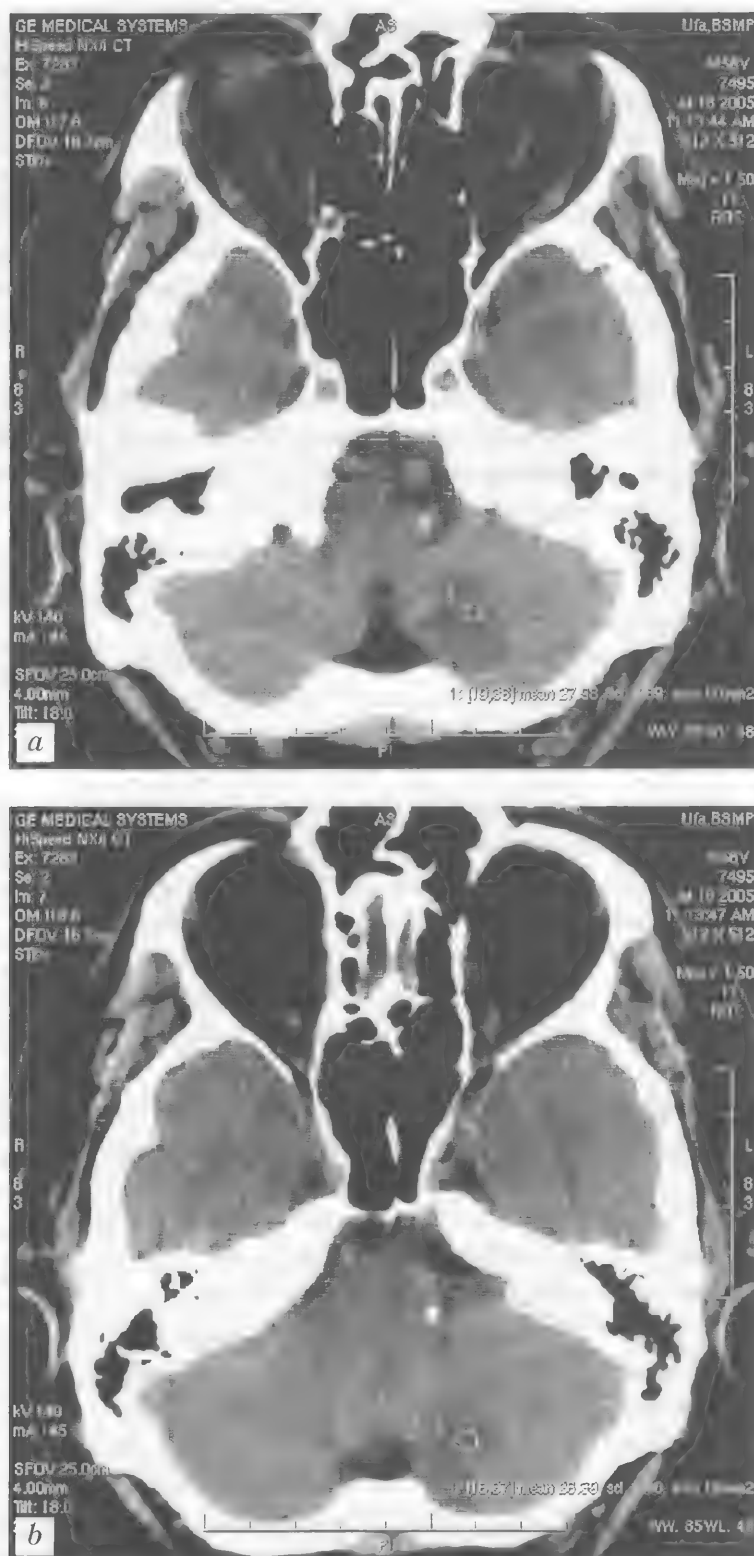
Больной М., 56 лет. Ишемический инсульт в левой дольке мозжечка. Кальциноз стенок левой позвоночной артерии. КТ (неконтрастная) — *a, b*
